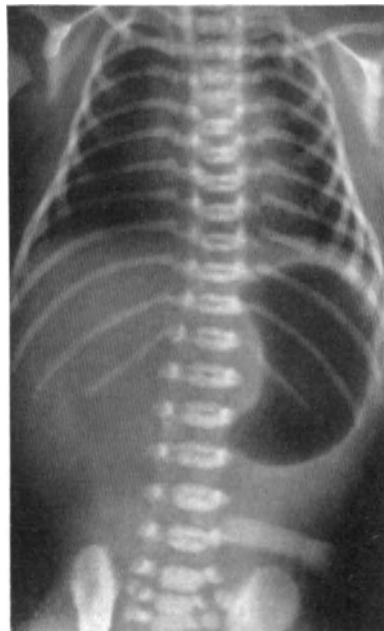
Röntgenbild eines Totgeborenen nach
